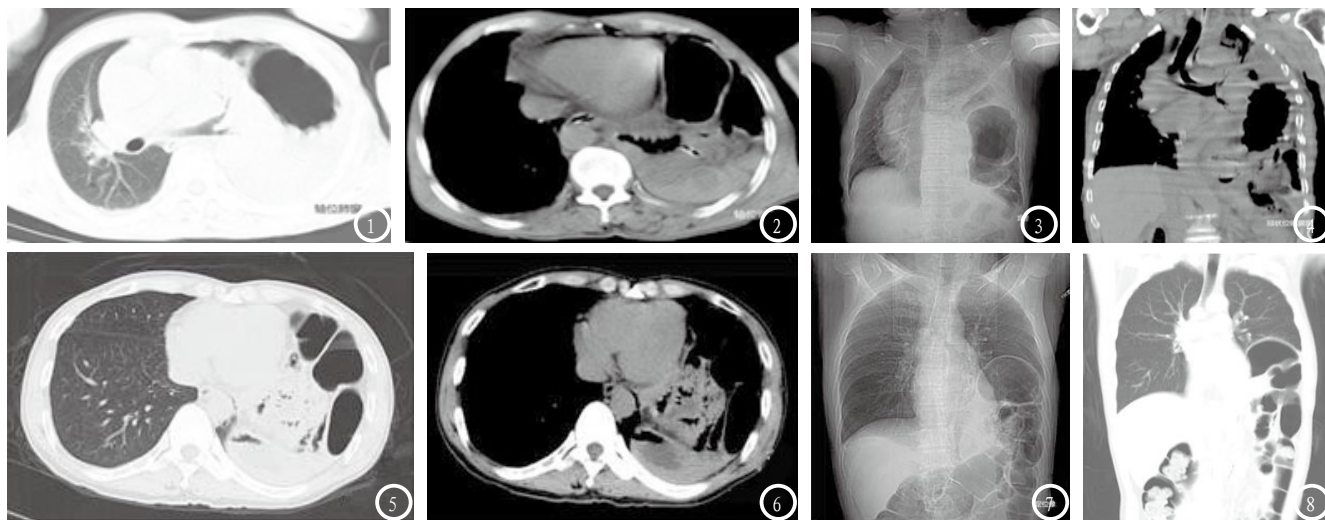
男性,69岁,胸腹部外伤3小时,伤者多处肋骨发生骨折,左肺受伤,通过影像观察伤者左侧膈肌破裂,形成膈疝。轴位肺窗、纵隔窗示:胃腔及肠管影突入左侧胸腔,胸腔左侧有气胸形成,心影、纵隔向右发生位移。通过CT扫描后的定位影像显示,胸腔左侧清晰看到肠管影。冠状位纵隔窗示:胃腔及肠管向上突入左侧胸腔内。图5-8 男性,52岁,外伤后6小时,左侧膈肌破裂,左肺挫伤。轴位肺窗、纵隔窗示:肠管影突入左侧胸腔。CT定位像示:左侧胸腔可见肠管影。冠状位肺窗示:肠管影突入左侧胸腔。
